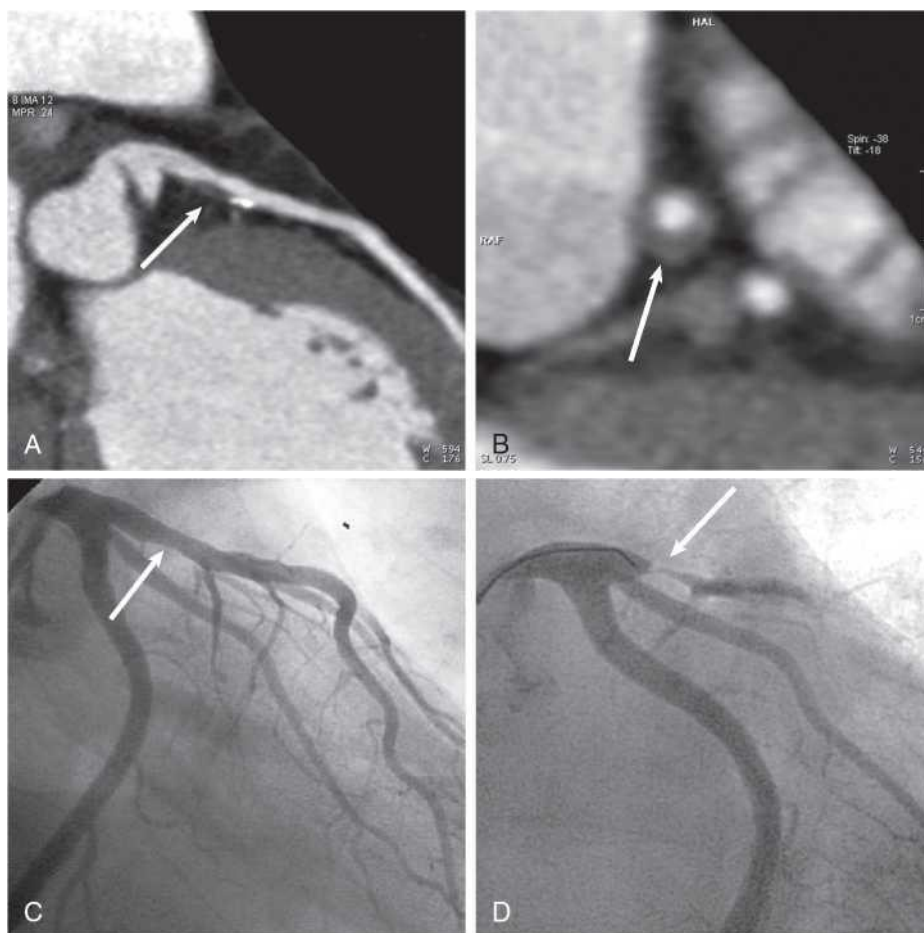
Vulnerable plaque in coronary CTA. (A) Longitudinal reconstruction of the left main and proximal left anterior descending coronary artery. A partly calcified plaque has low CT attenuation and positive remodeling, signs of plaque vulnerability in coronary CTA (*arrow*). (B) Cross-sectional view of the plaque (*arrow*). (C) Corresponding invasive angiogram showing a mild luminal stenosis at the site of the plaque (*arrow*). (D) Seven years later, the patient experienced ST-elevation myocardial infarction of the anterior wall as a consequence of plaque rupture (*arrow*). CTA, CT angiography.
